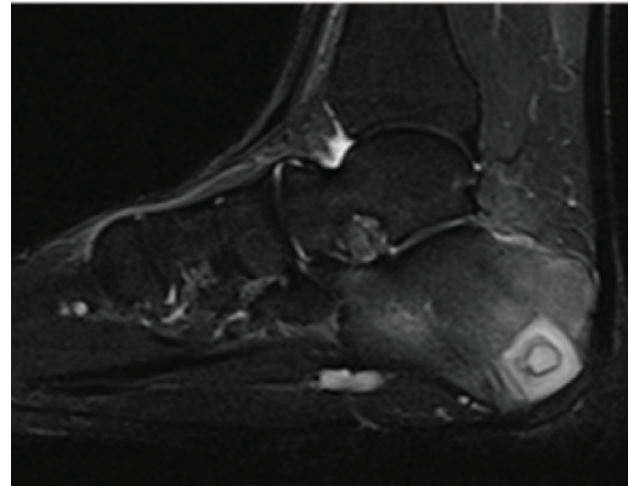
In control sagittal T2-Weighted Fat-Suppressed MRI examination after the treatment, it is observed that the size of the abscess has decreased, and the edema area has regressed significantly.
